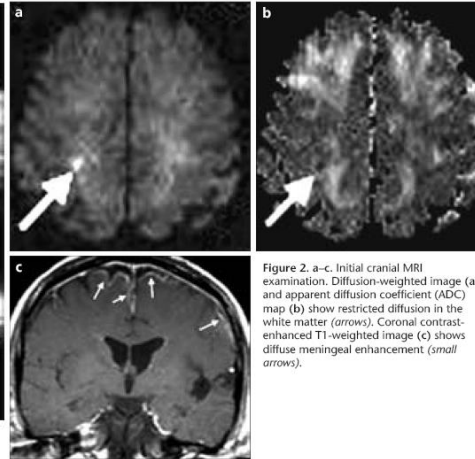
a-c. Initial cranial MRI examination. Diffusion-weighted image (a) and apparent diffusion coefficient (ADC) map (b) show restricted diffusion in the white matter (arrows). Coronal contrast-enhanced T1-weighted image (c) shows diffuse meningeal enhancement (small white arrows).
